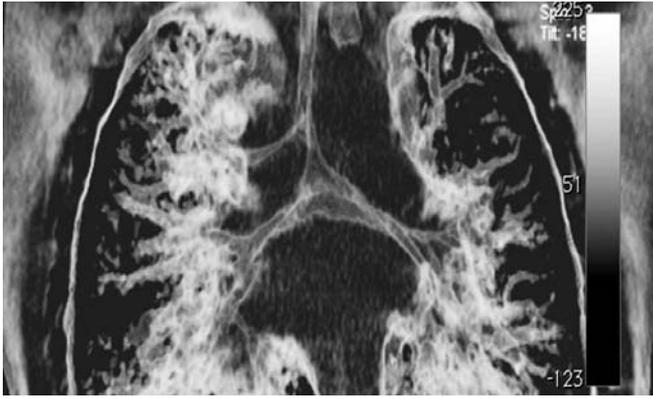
Пациент 2. Компьютерная томограмма грудной полости: стеноз трахеи на протяжении 2/3 длины, трахеальный бронх справа
